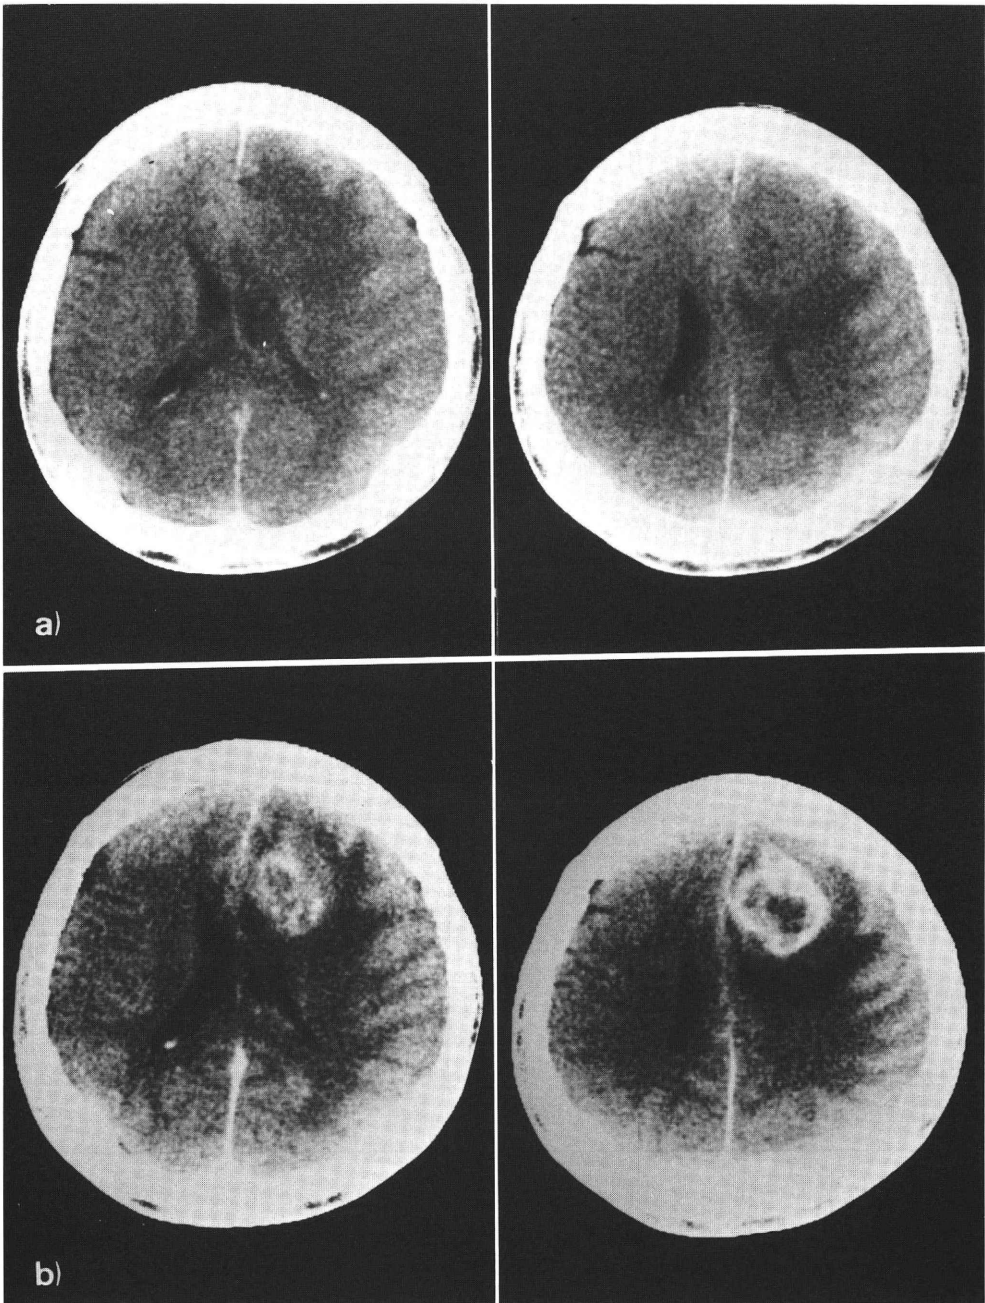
a) Plain CT showing an irregular low density area in the right frontal region.
